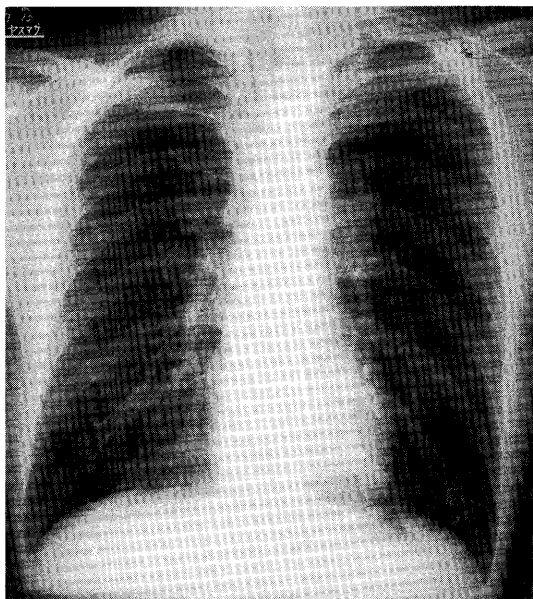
Plain radiograph shows the existence of pleural thickening and bulla in the left apex, without pneumothorax and cardiomegaly.
